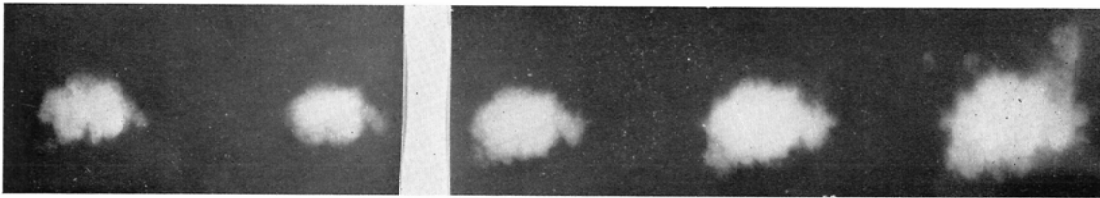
A comparison between the scintillation camera pictures and the scintigram.-1.
